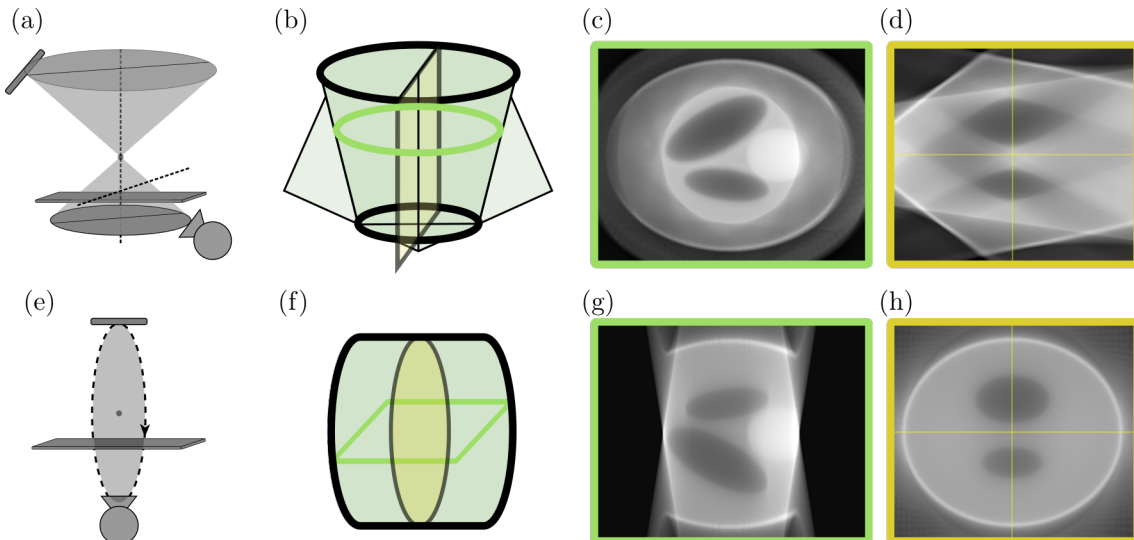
Unterschiedliche FOV. (a)-(d) zeigen das FOV einer ZT mit unterschiedlicher Informationsverteilung, (e)-(h) das FOV eines CBCT, das mit denselben Geräteparametern aufgenommen wurde.
